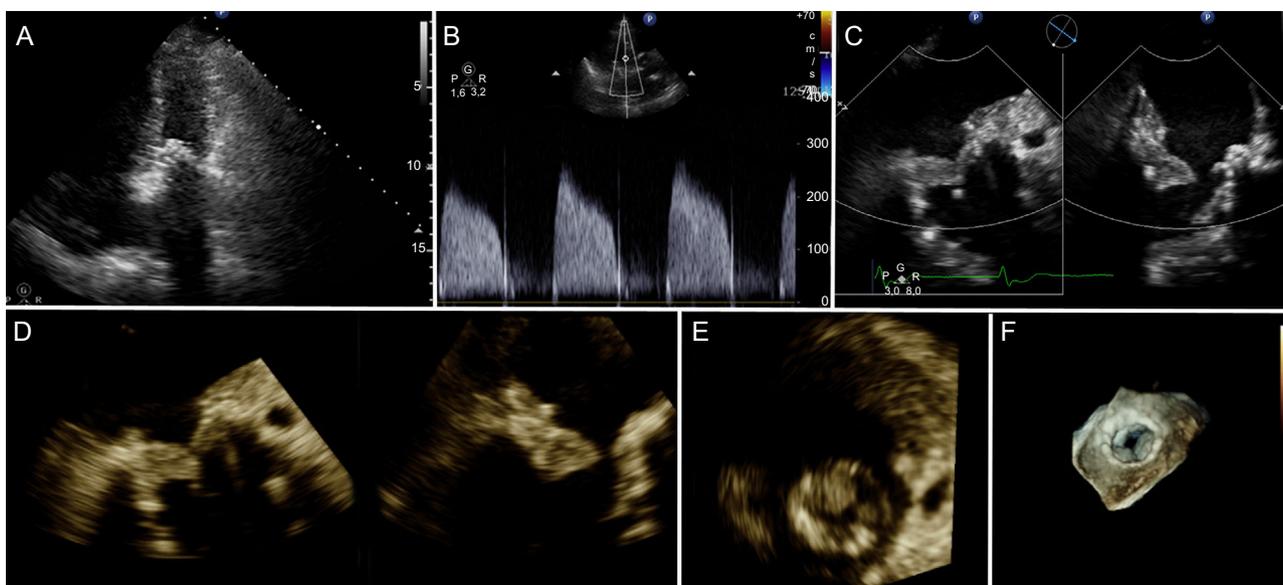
Estudio ecocardiográfico al ingreso. A: vista apical de 4 cámaras de ETT que muestra un ventrículo derecho dilatado y un incremento de la interdependencia ventricular con desplazamiento del septo hacia la izquierda. B: Doppler continuo a través de la válvula mitral que muestra gradientes protésicos elevados. C: ETE con imagen en X-Plane de la trombotosis protésica mitral. D y E: reconstrucción de ETE tridimensional que permite la visualización *in-face* de la trombotosis protésica mitral. F: ETE tridimensional de TMVR con trombo en la cara anterior de la válvula que restringe el movimiento de los velos. ETE: ecocardiografía transesofágica; ETT: ecocardiografía transtorácica; TMVR: reemplazo transcáteter de válvula mitral.
